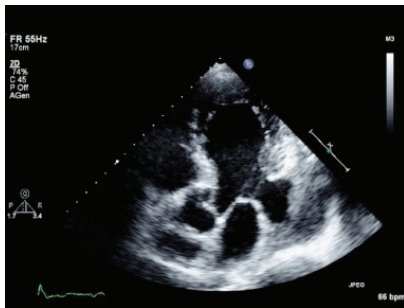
Pseudoaneurisma infartuale della parete postero-laterale del ventricolo sinistro. Ecocardiogramma transtoracico. Finestra apicale. Sezione longitudinale per l’efflusso in sistole. Presenza di ampia sacca ecopriva in comunicazione con la cavità ventricolare attraverso un collo. La sacca non ha pareti proprie ed è rivestita da una stratificazione trombotica per cui può essere interpretata come pseudoaneurisma.
